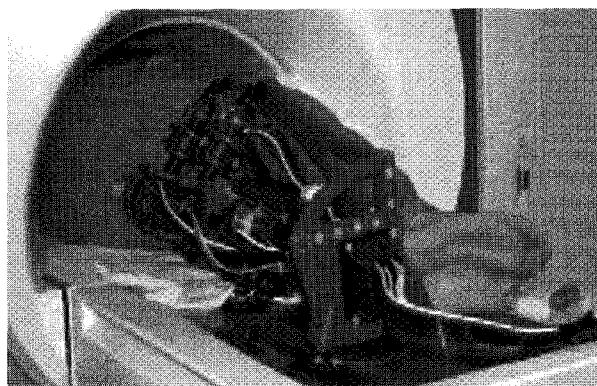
존스홉킨스대학에서 개발한 MRI 유도 전립선 암 치료용 바늘 삽입 로봇 (MrBot) (21).
